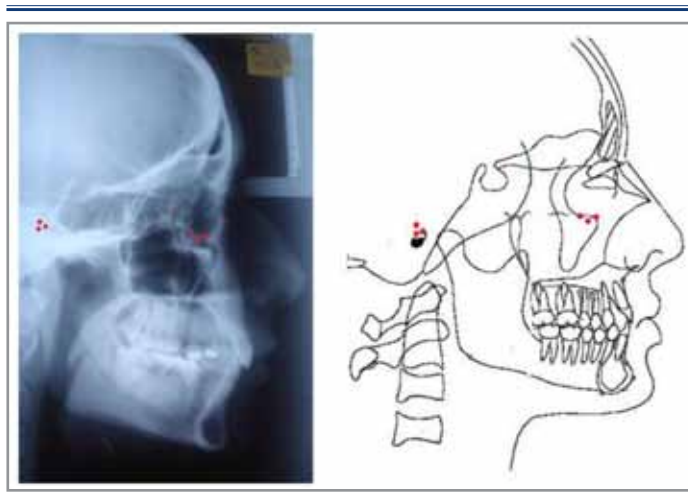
Puntos que serán perforados en las telerradiografías.
